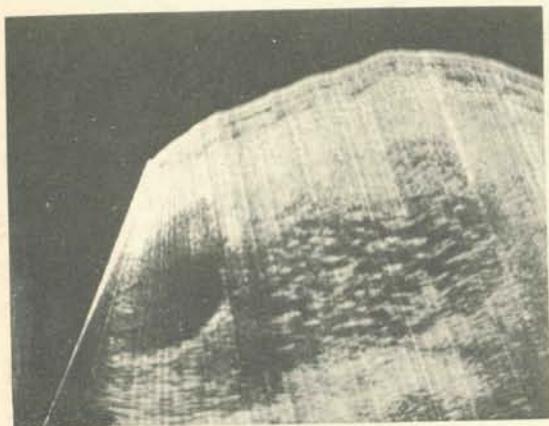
圖四、超音波量取頭臀長度 (crown-hump length) 的方法
